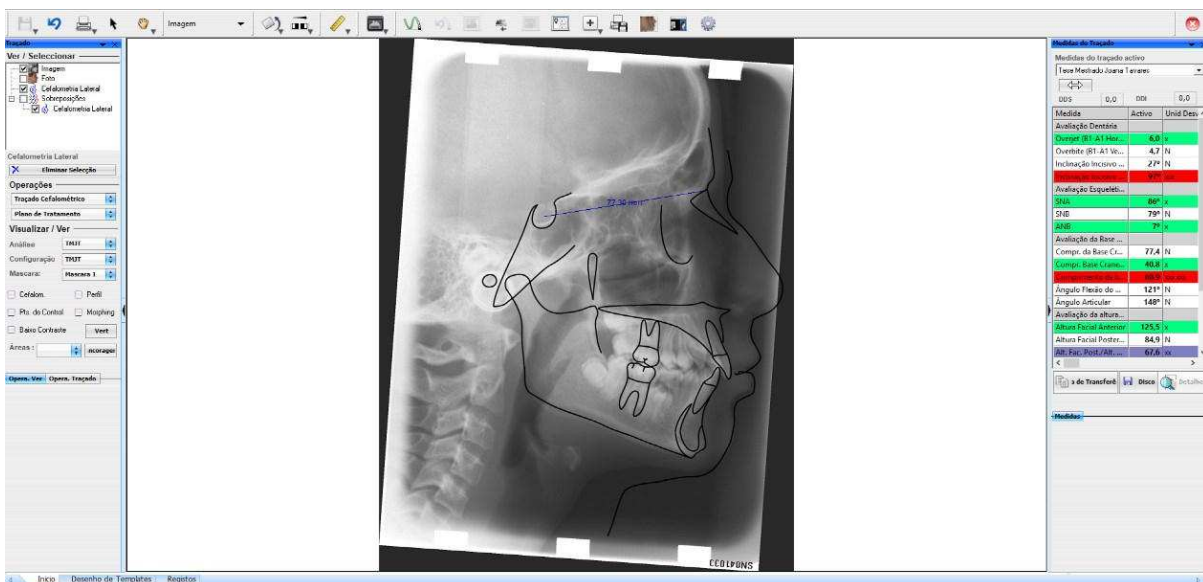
Marcação dos pontos na telerradiografia inicial de acordo com a análise “Tese Mestrado Joana Tavares”, no software *Dental Studio-Nemoceph*® versão 11.3.38. O mesmo foi feito para a telerradiografia final e de contenção.
